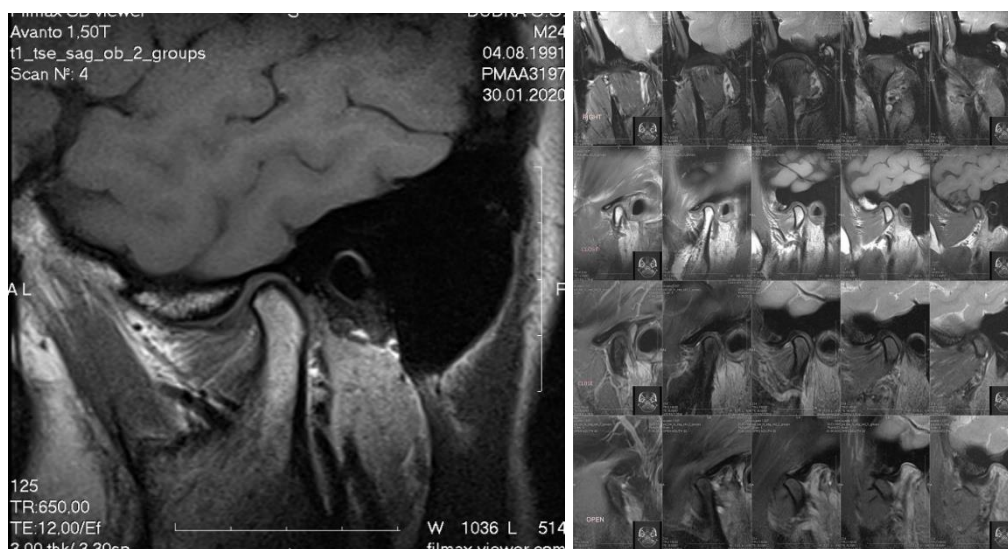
6. Приклад ділянки візуалізації СНЩС за даними МРТ пацієнта КГ Іа
